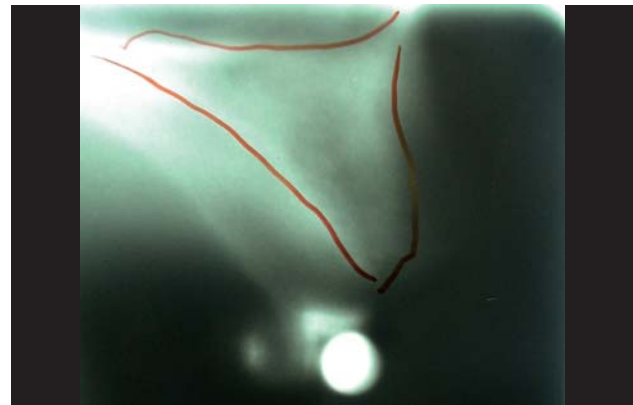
Nichtlineare Spiraltomographie.
